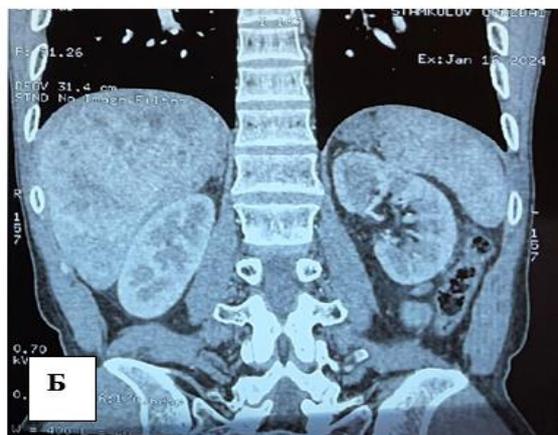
Сканограмма (А,Б). КТ органов брюшной полости с контрастным усилением. Множественные объемные образования обеих долей печени с признаками гиперваскуляризации и накопления контрастного вещества в артериальной и венозные фазы.
